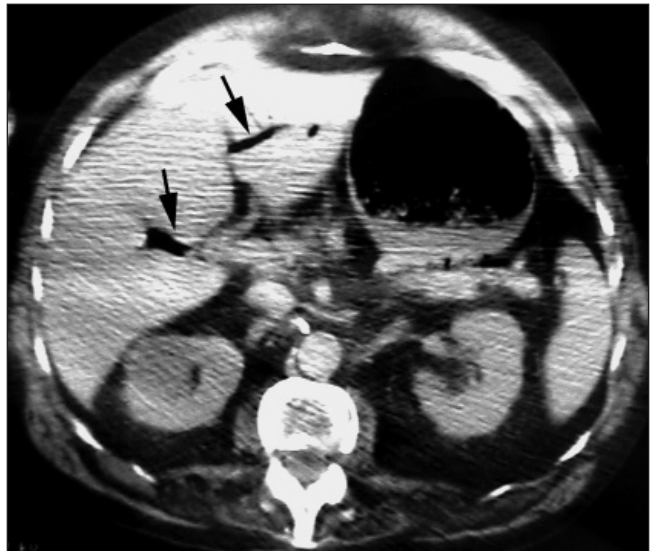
La TAC muestra gran dilatación de la cámara gástrica y abundante gas en el sistema venoso portal hepático.
